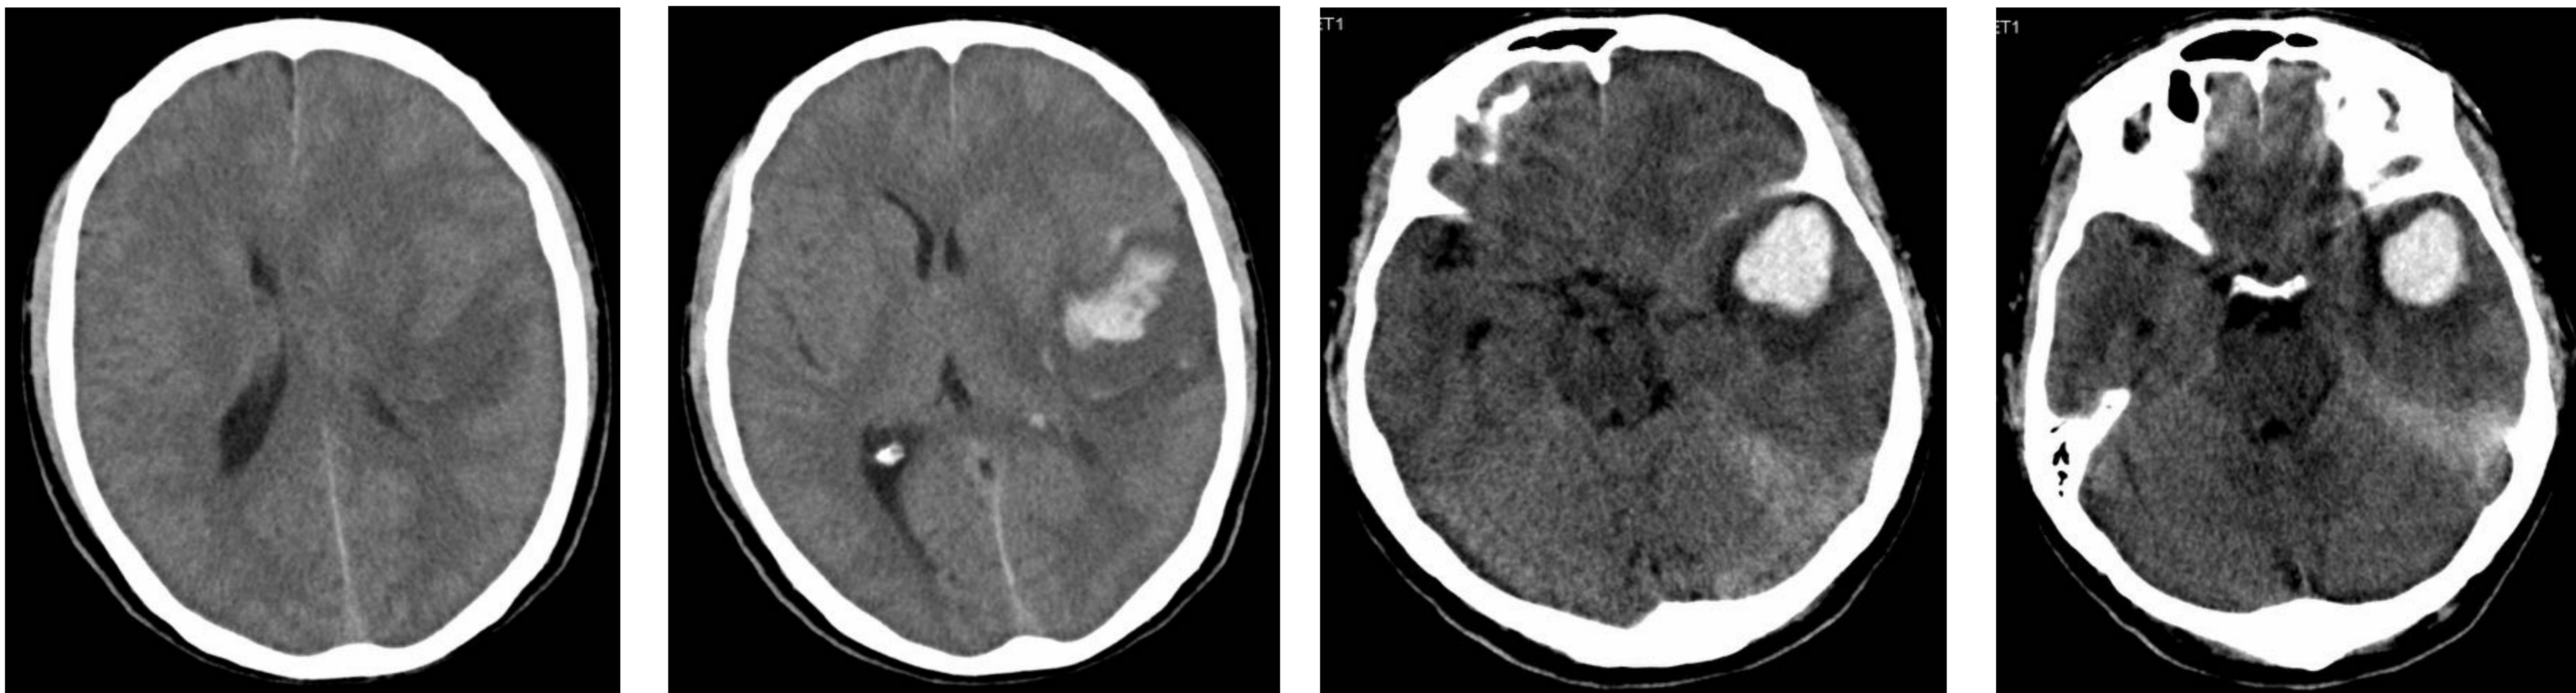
y 50 (cortes axiales TC): hematoma intraparenquimatoso en polo temporal izquierdo. Herniación subfalcina con desviación de la línea media de hasta 1 cm. Herniación transtentorial incipiente con dilatación cisterna ambiens del lado herniado y dilatación asta occipital contralateral.
